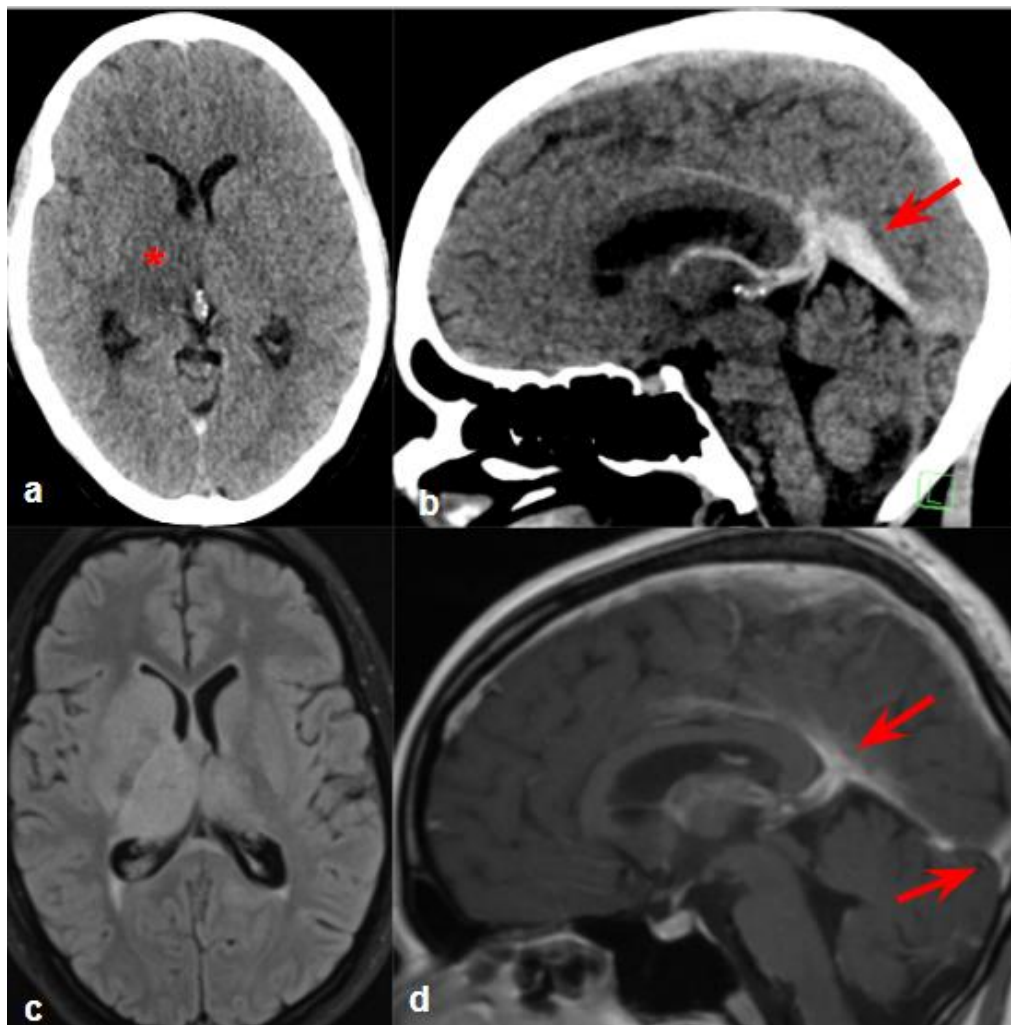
CT a MR venografie
